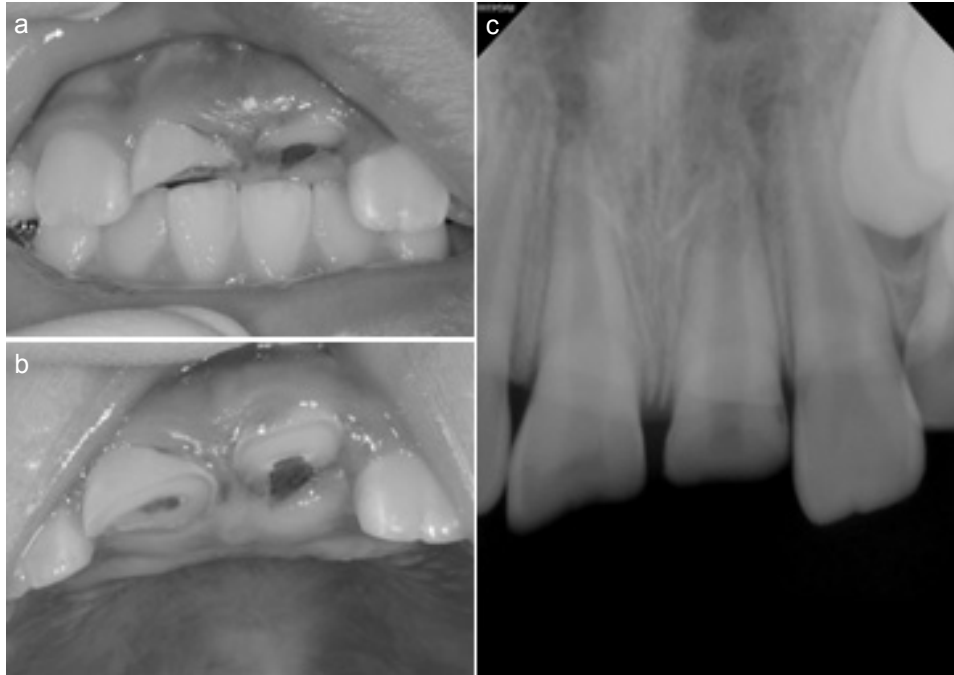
외상 당시의 임상사진 및 방사선 사진
